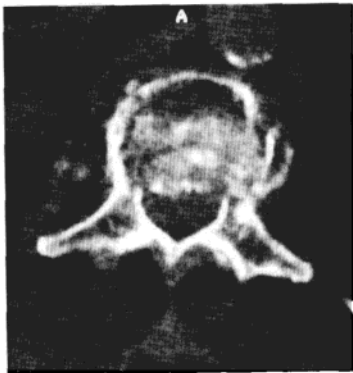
CT 显示骨质疏松症骨折累及椎体后缘，继发椎管狭窄
